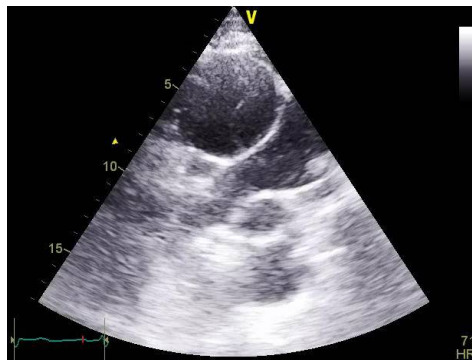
Parasternal short axis view revealing the intimal flap within the aorta
